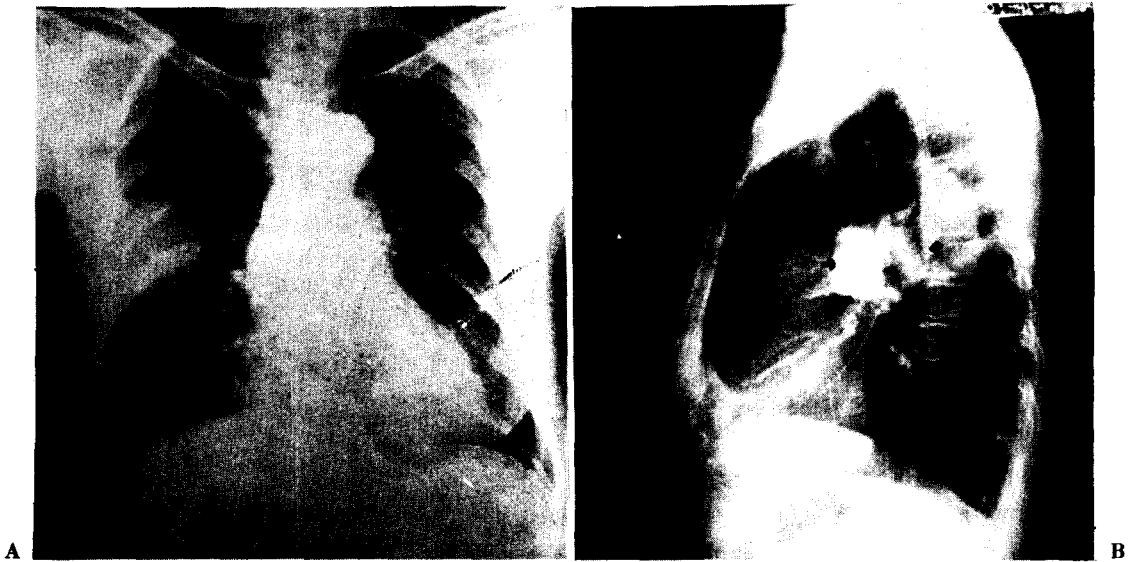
(A) Posteroanterior and (B) lateral chest roentgenograms of a 65-year-old woman with egg sized mass on the right mid-lung field.
